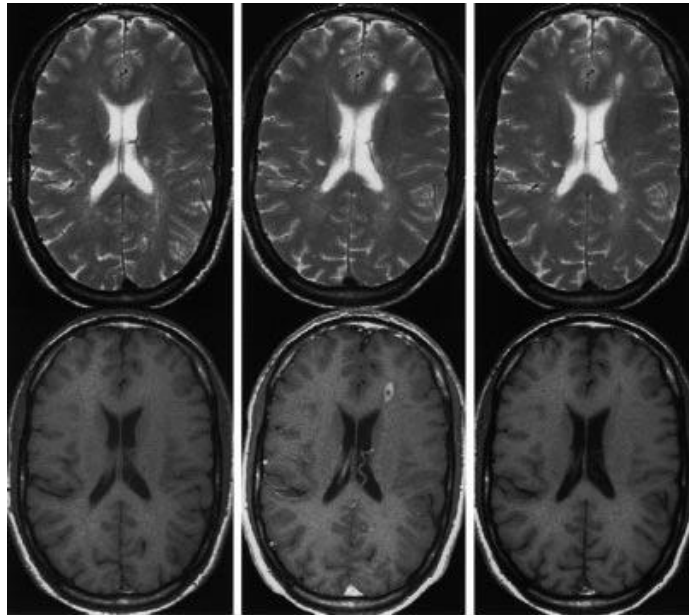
Estudio evolutivo con RMI (secuencias transversales potenciadas en T2 y T1 con contraste) en un paciente con EM clínicamente definida: basal, 2 meses y 4 meses (El control posterior muestra la desaparición del realce y la disminución en el tamaño de la lesión (Figura 18)). (Unidad de Resonancia Magnética Vall d'Hebron (I.D.I.). Departamento de Radiología. Hospital Vall d'Hebron. Barcelona)
